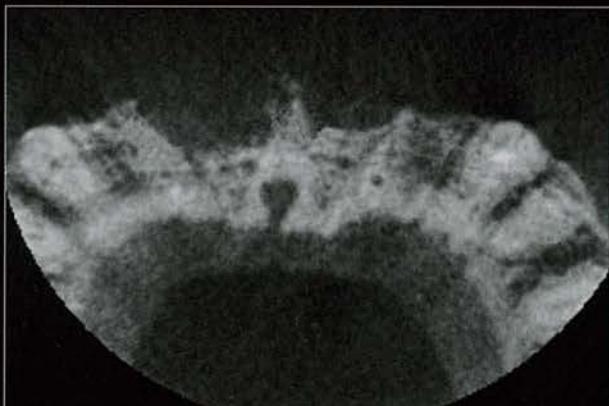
h 術前 CT 咬合面観。中切歯部位は骨形態が脆弱である。
